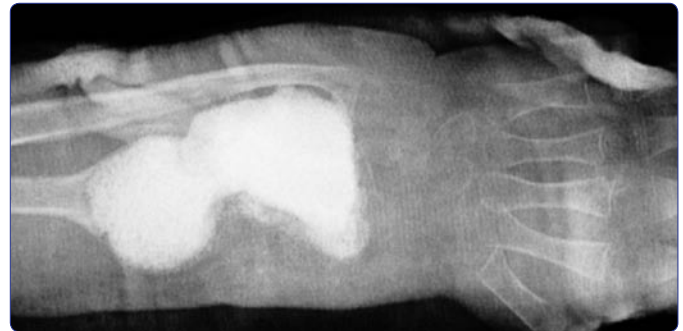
Radiografía simple de radio distal izquierdo. Se observa la cavidad quística rellena con MOD y las paredes del quiste reducidas.
